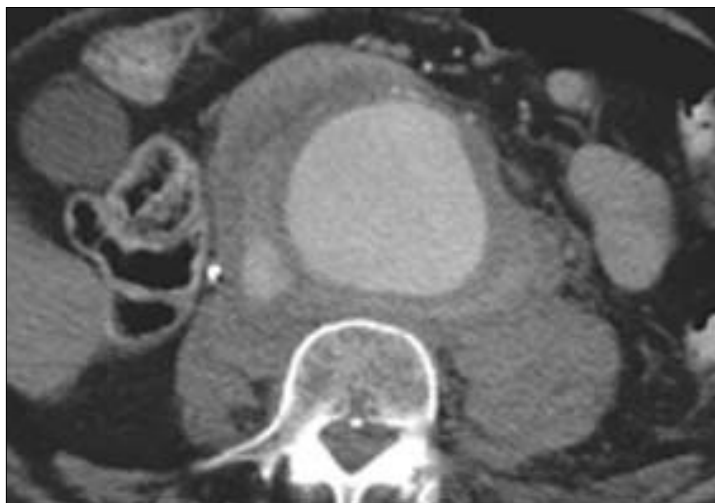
TAC donde se aprecia AAA de 9 cm de diámetro con rotura contenida por el psoas izquierdo.
